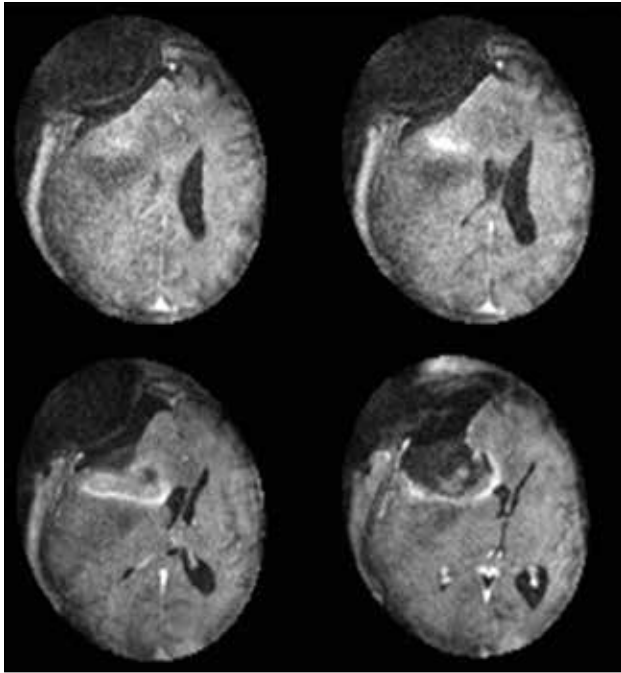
Imágenes de resonancia magnética preoperatoria. A: secuencia *flair*; B y C: cortes axiales de T1 con gadolinio; D) corte coronal T1 con gadolinio
